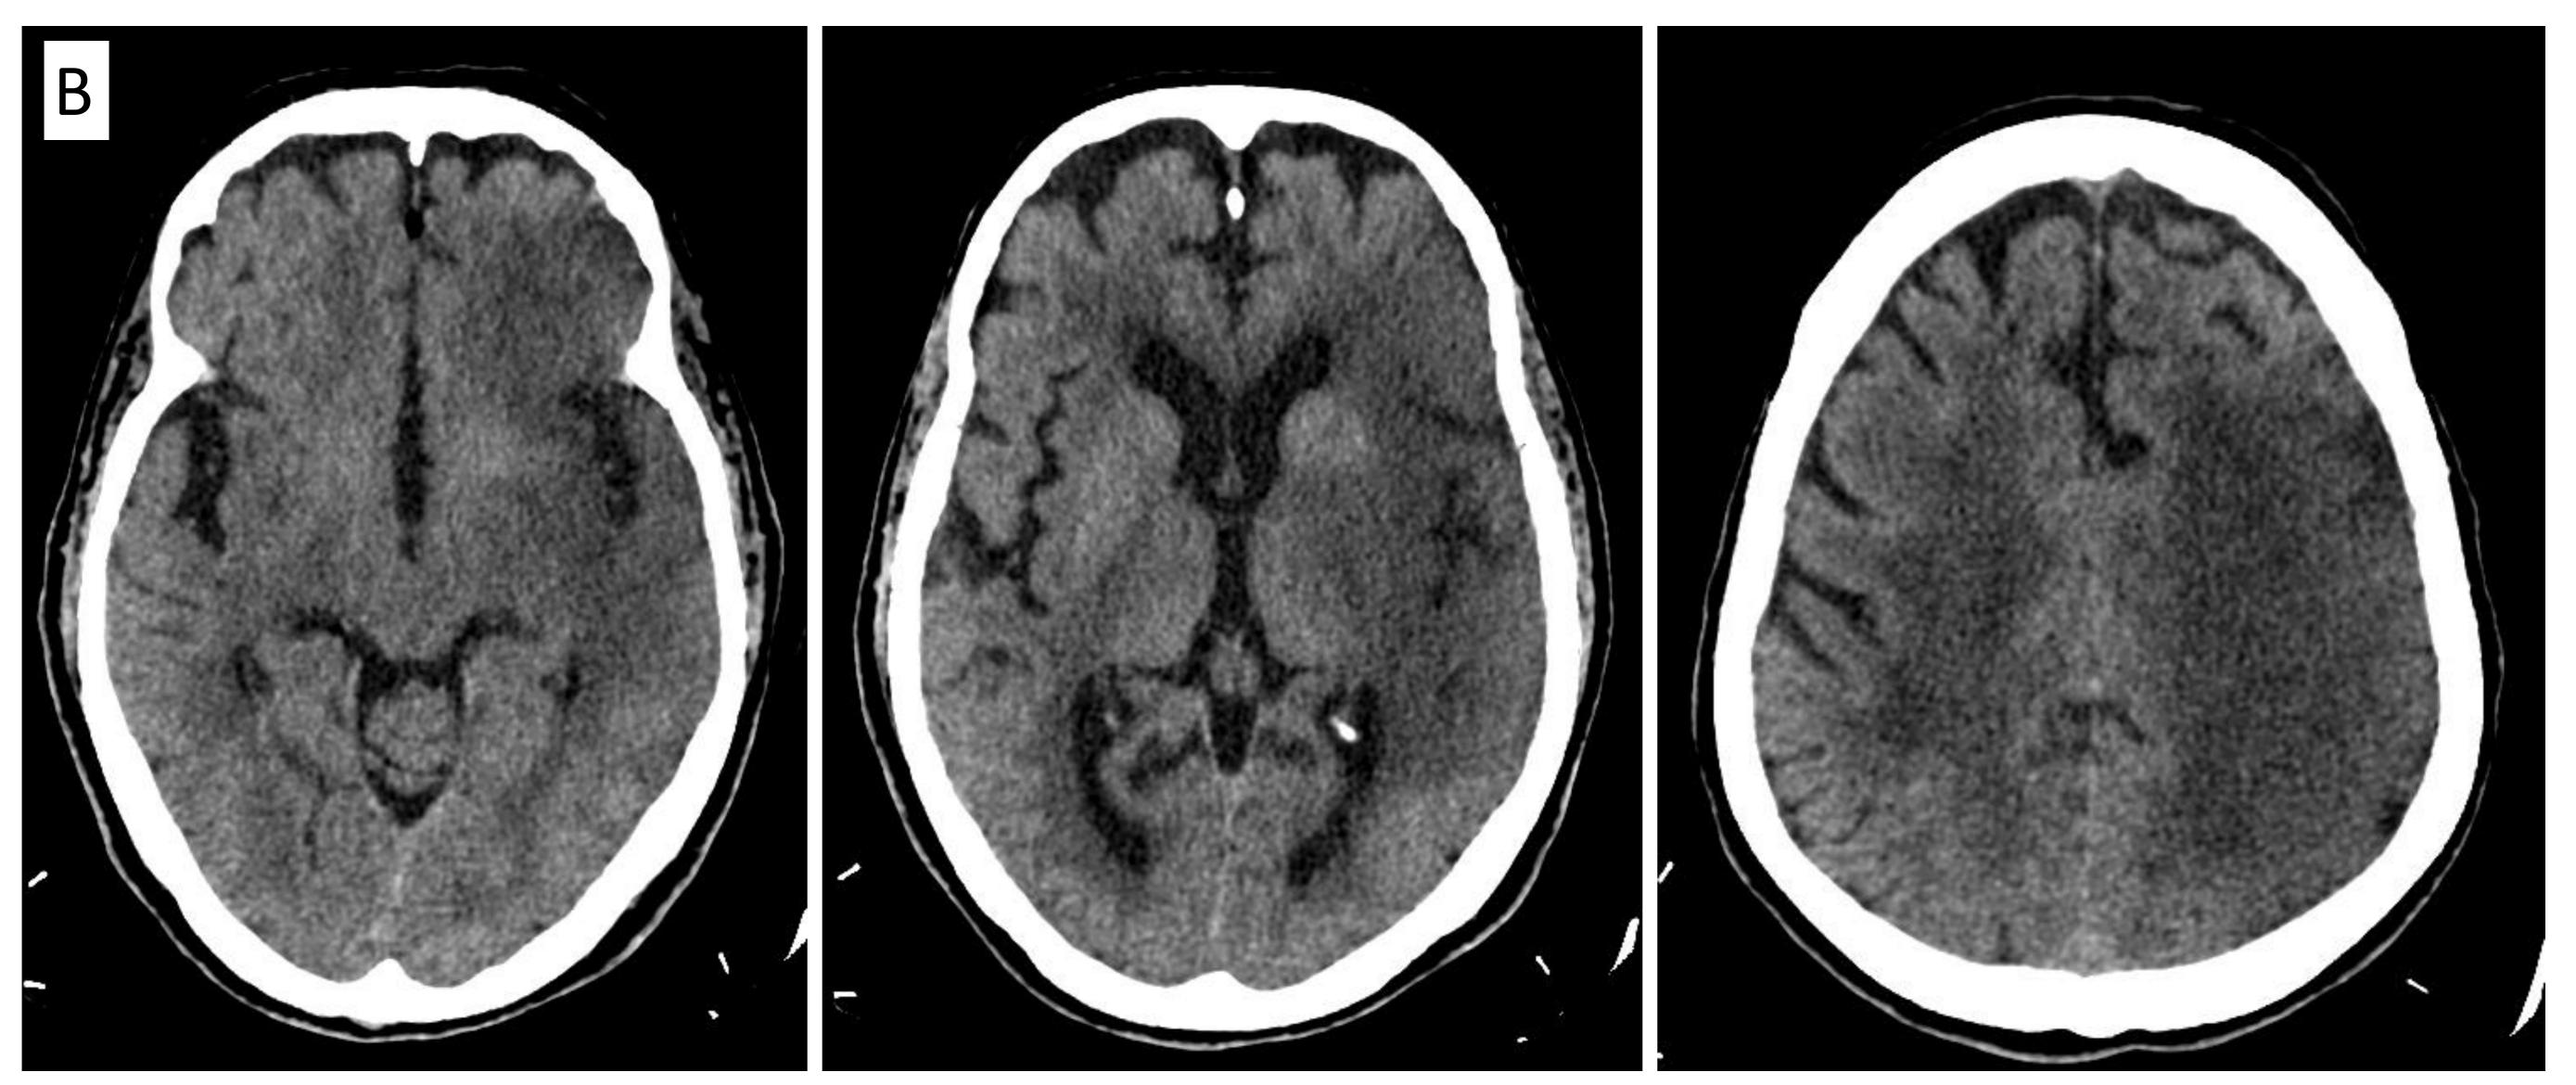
Cortes axiales TC simple. Paciente con afasia global, hemianopsia homónima derecha, hemiparesia y hemihipoestesia derecha.
